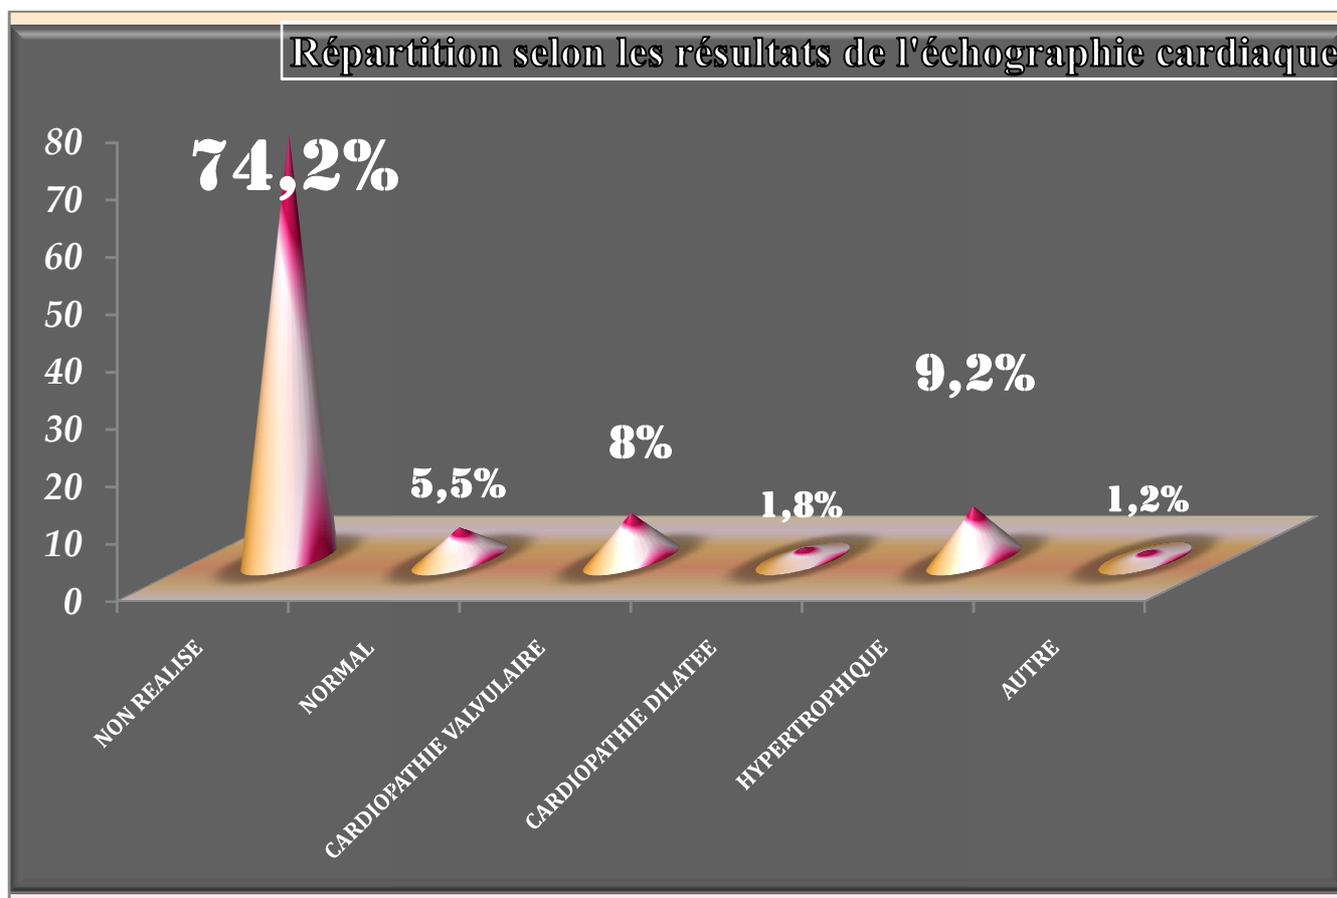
Répartition selon les résultats de l'Échographie Cardiaque.
